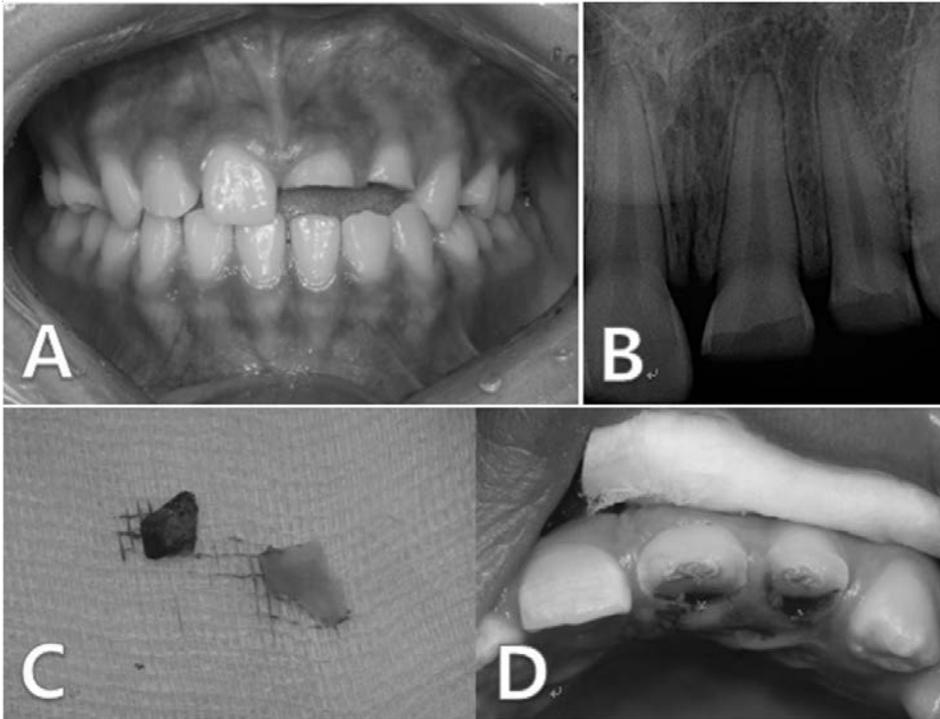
Intra-oral photograph and Initial radiograph. (A) #21, 22 Crown-root fracture, (B) Initial periapical x-ray view, (C) Fractured tooth fragments, (D) Access opening and pulp extirpation.
